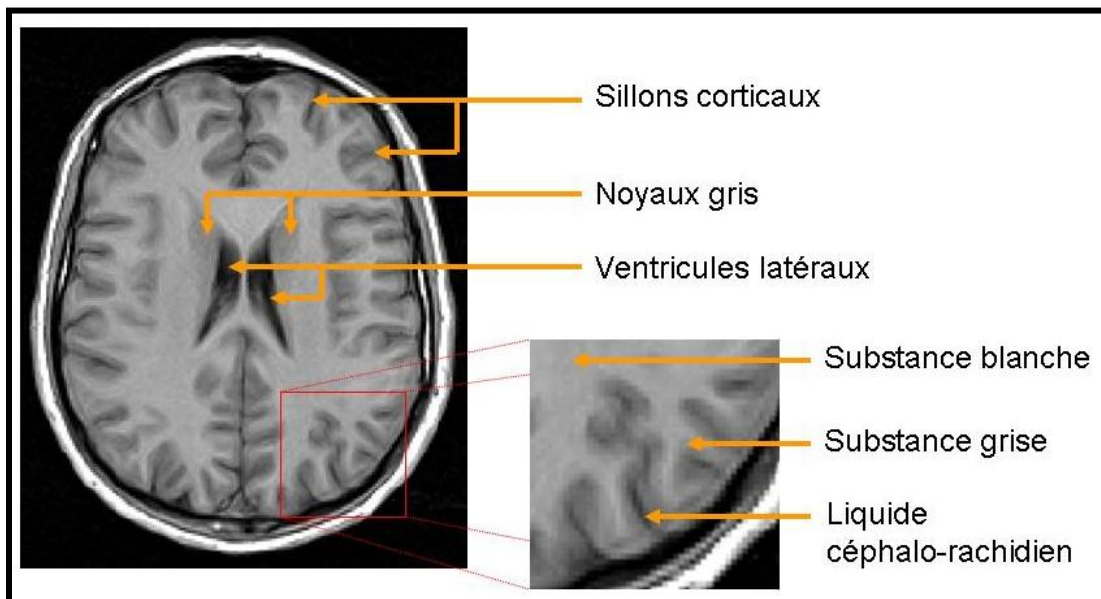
Exemple de zones et de compartiments cérébraux pouvant être observés grâce à l'IRM.
